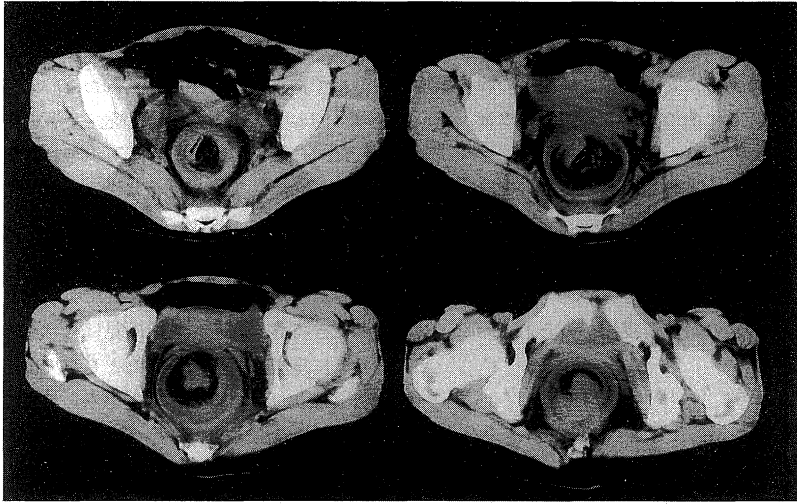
Case 2. Lower abdominal CT scan.
